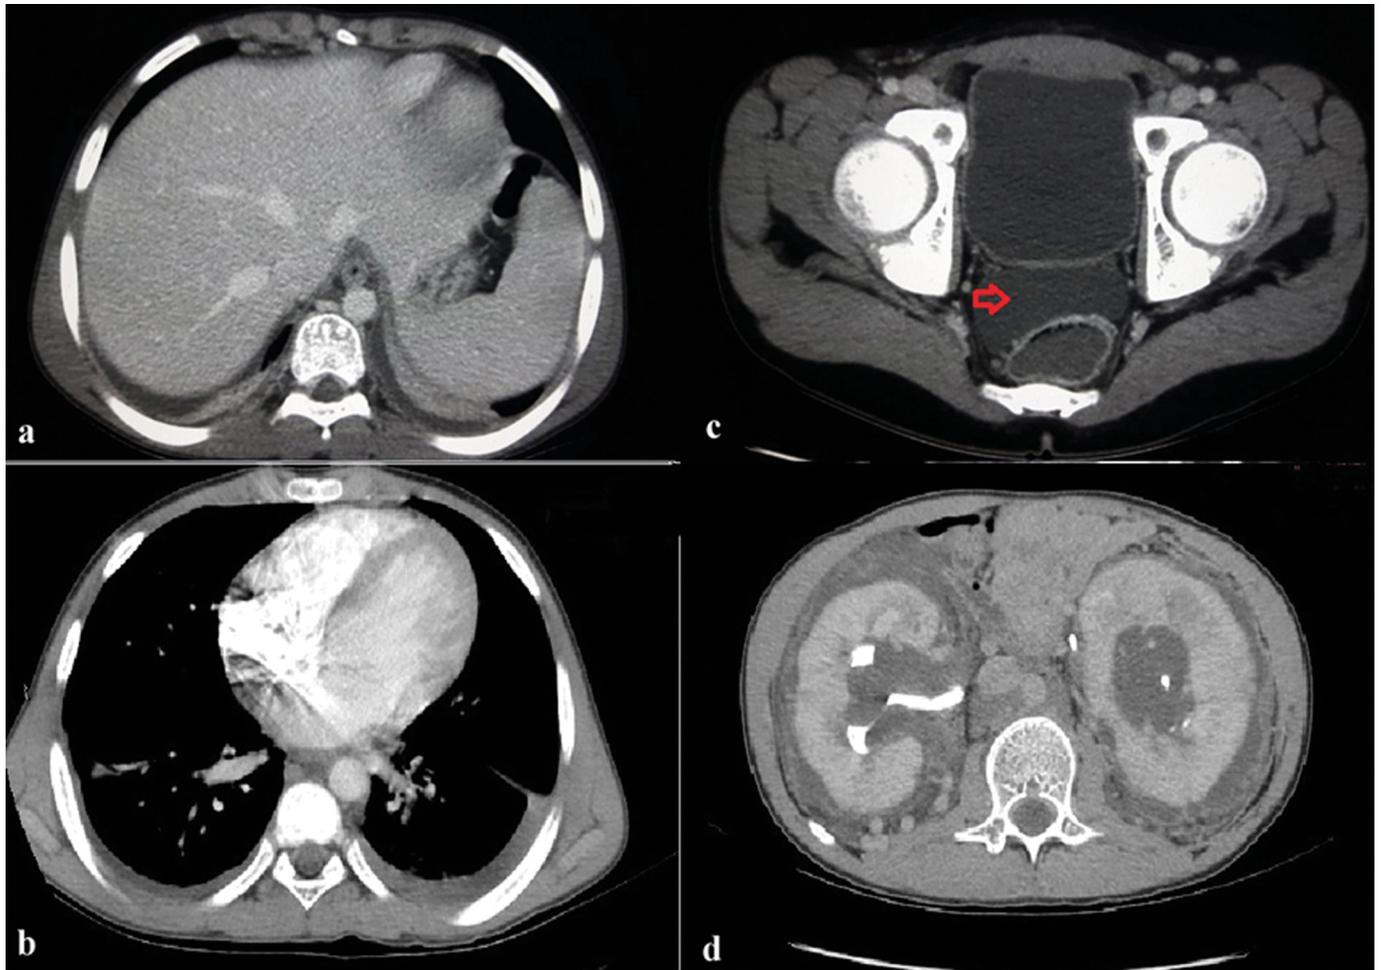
a) Pequeno derrame pleural bilateral, com atelectasia compressiva do parênquima pulmonar em correspondência. b) Derrame pleural maior à esquerda. c) Pequena quantidade de líquido livre na cavidade abdominal (seta vermelha). d) Presença de infiltração líquida nos espaços pararenais. Presença de circulação colateral venosa pararenal direita que comunica as veias renal direita e cava. Tomografia computadorizada de tórax, abdome e pelve.
